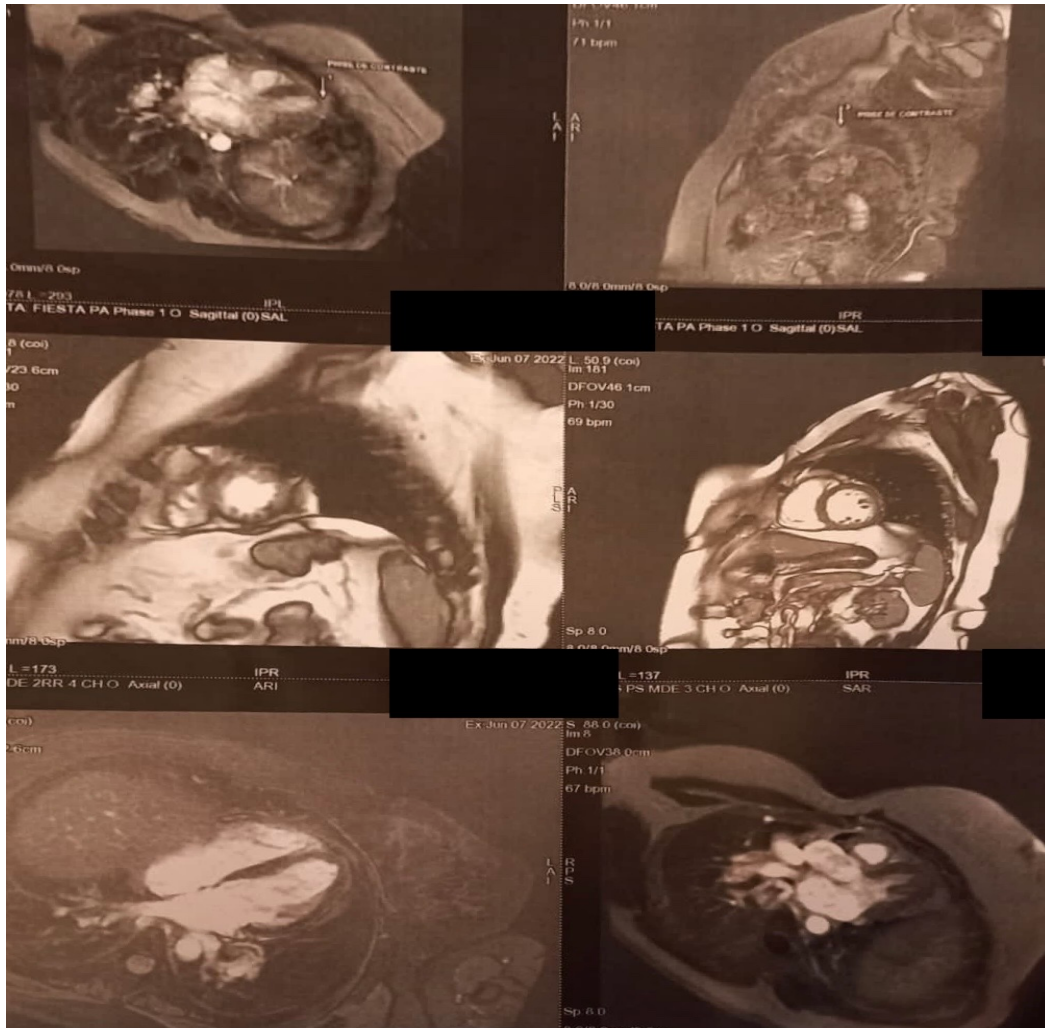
IRM cardiaque d'une patiente de notre série présentant une atteinte cardiaque spécifique :
